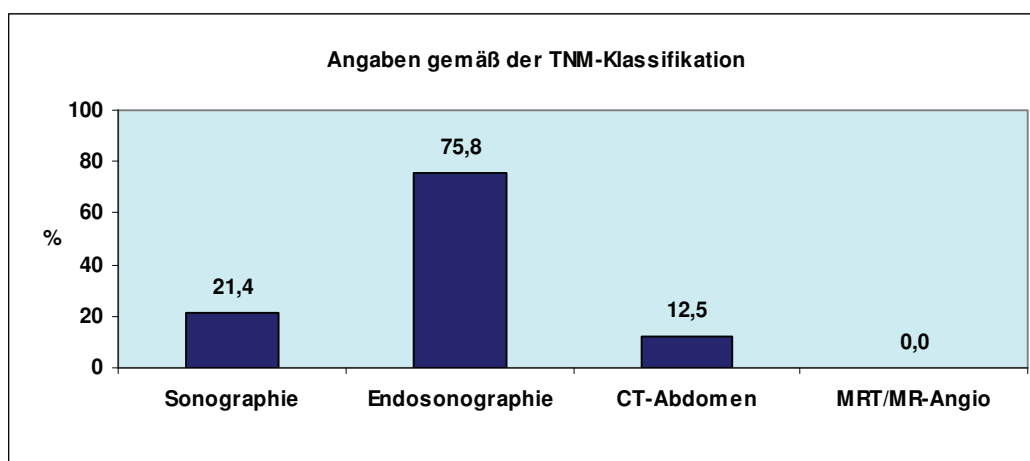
Prozentualer Anteil von Befunden mit TNM-Klassifikation (Sonographie; n=57, Endosonographie; n=33, CT-Abdomen; n=48, MRT/MR-Angio; n=20)
